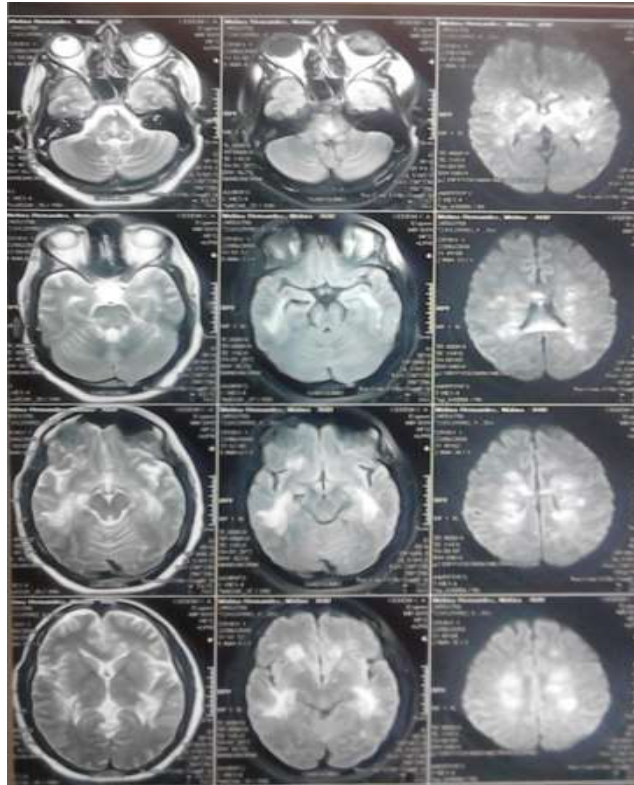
Secuencias en RMN con evidencia de múltiples focos de Desmielinización.
